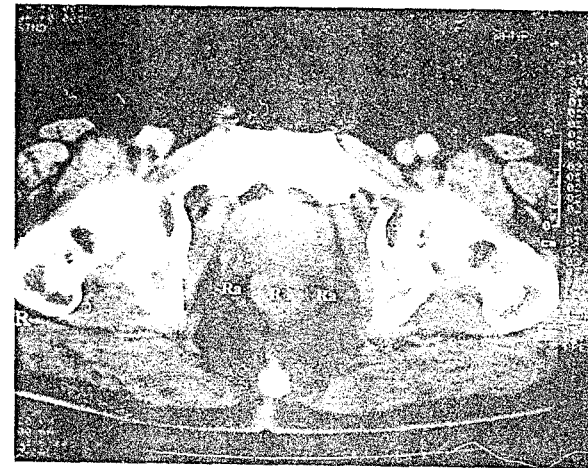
Secțiune tomografică medioprostatică. Prostate de aspect normal. P - prostata, R - rect, RA - ridicătorii anali.
